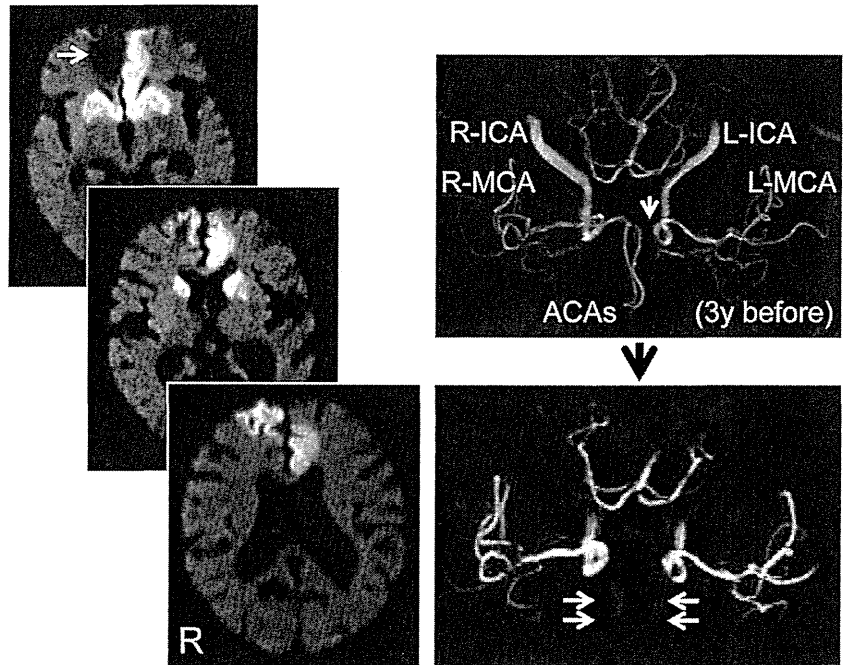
Representative images of fresh cardioembolic infarcts in the bilateral ACA territories (left panel, diffusion-weighted images) with an old infarct in the terminal branches of the right ACA territory (arrow). This patient with atrial fibrillation was diagnosed as having intact ACAs except for absence of the left A1 segment (arrow) on magnetic resonance angiography (MRA) 3 years before (right top panel). This time, MRA does not reveal either side of ACA (arrows, right bottom panel).
